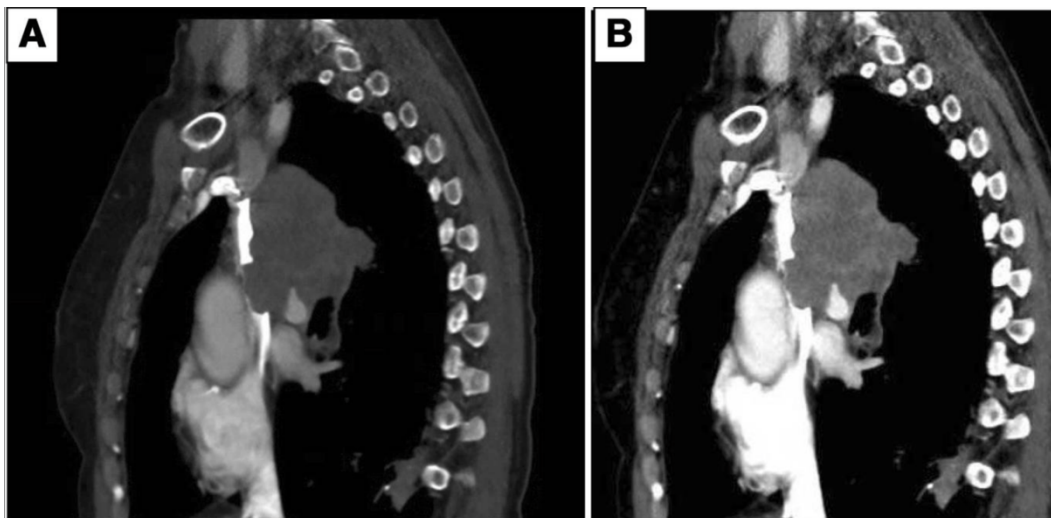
Scansioni TC di un paziente affetto da carcinoma polmonare infiltrante la vena cava superiore. Tratto da Hilton et al. Superior vena cava syndrome in a patient with locally advanced lung cancer with good response to definitive chemoradiation: a case report. Journal of Medical Case Report. 12:301 (2018) (11).
